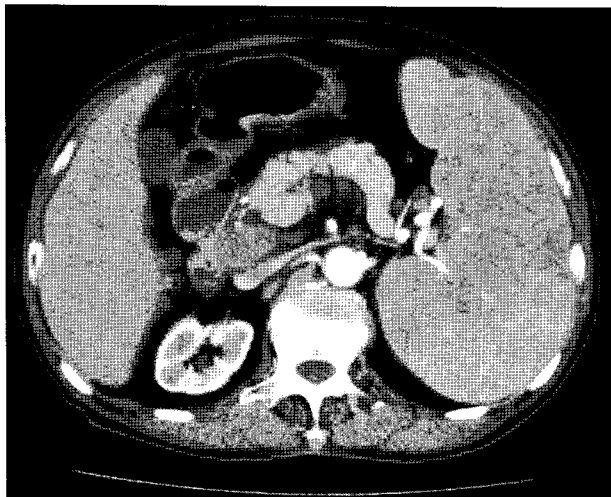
Abdominal CT scan showed splenomegaly with innumerable low attenuated lesions and extensive lymphadenopathy suggesting metastasis in left gastric area porta hepatis, mesentery and retroperitoneum.
